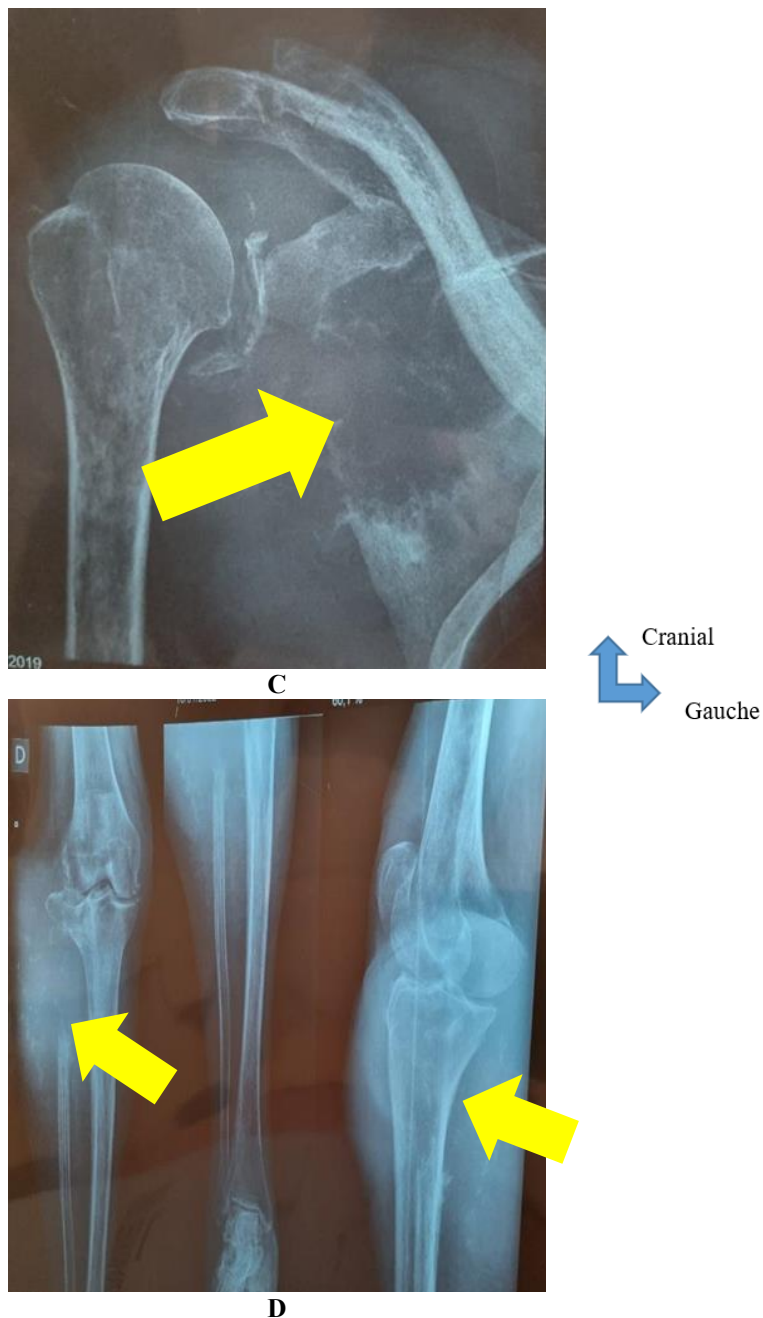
C= Image radiographique d'une lyse de la scapula et de l'extrémité supérieure de l'humérus droit ; D= Image radiologique d'une lyse de l'extrémité supérieure de la fibula droite avec envahissement des parties molles
